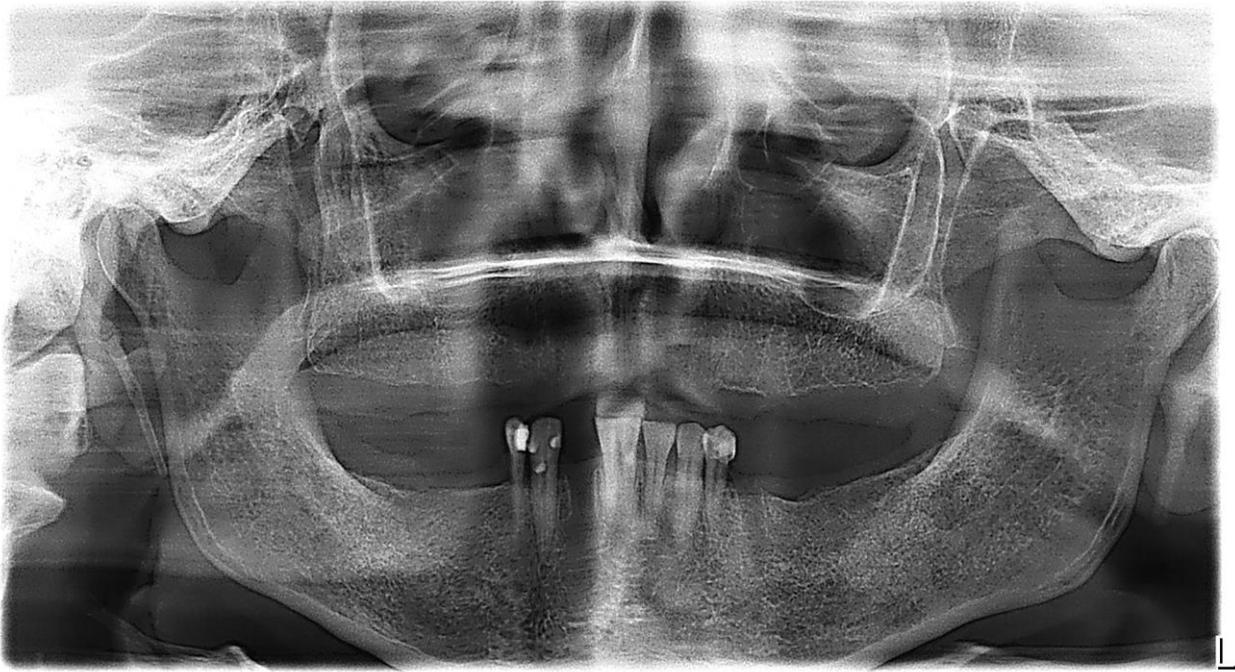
Radiografía panorámica donde se observa buena conservación y registro óseo. No presenta particularidades.
